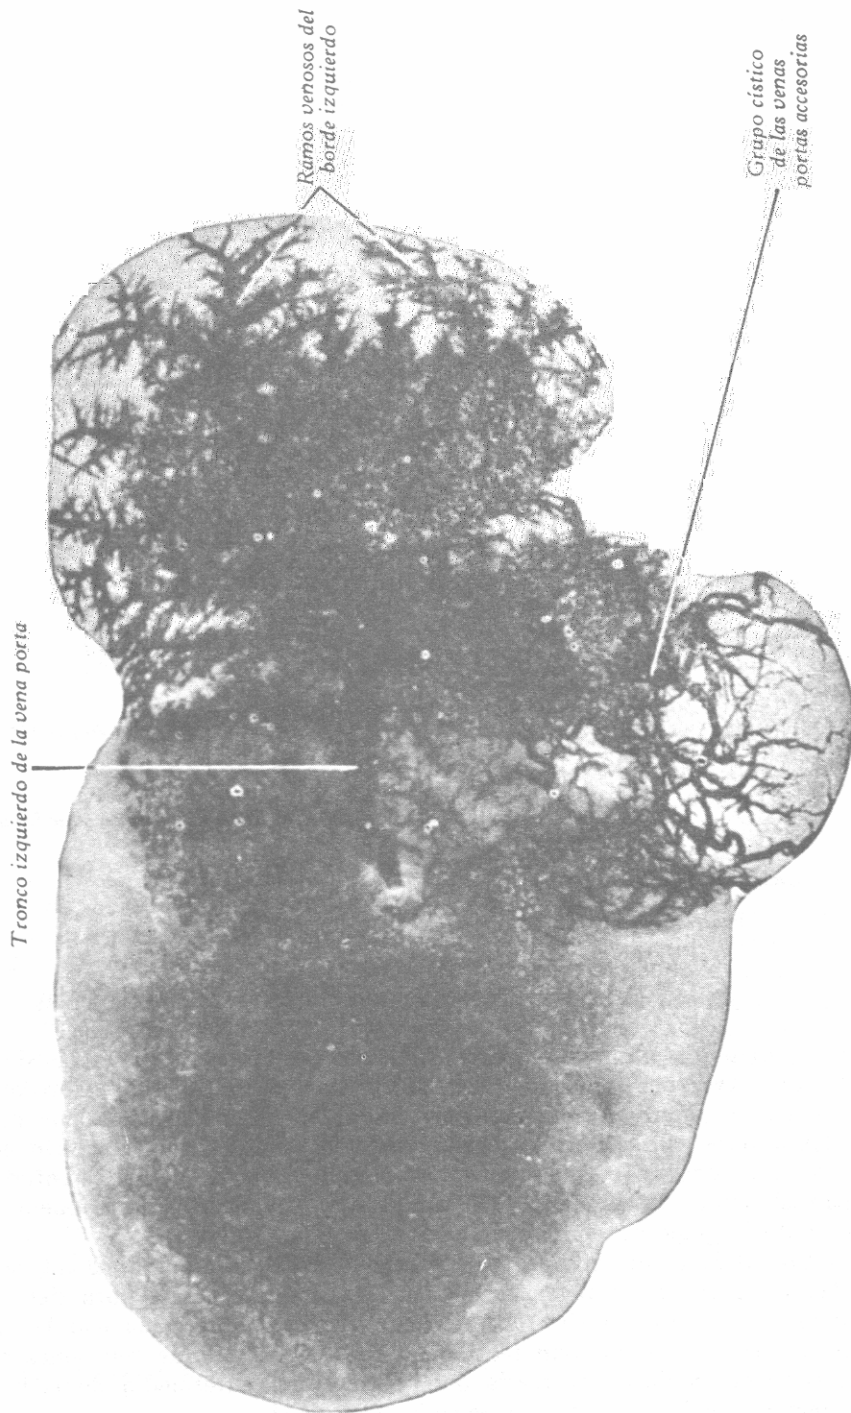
RADIOGRAFÍA DE LA RAMA IZQUIERDA DE LA VENÀ PORTA Y DE LAS VENAS CÍSTICAS, EN EL CADÁVER. (Dr. A. Cancino.)
